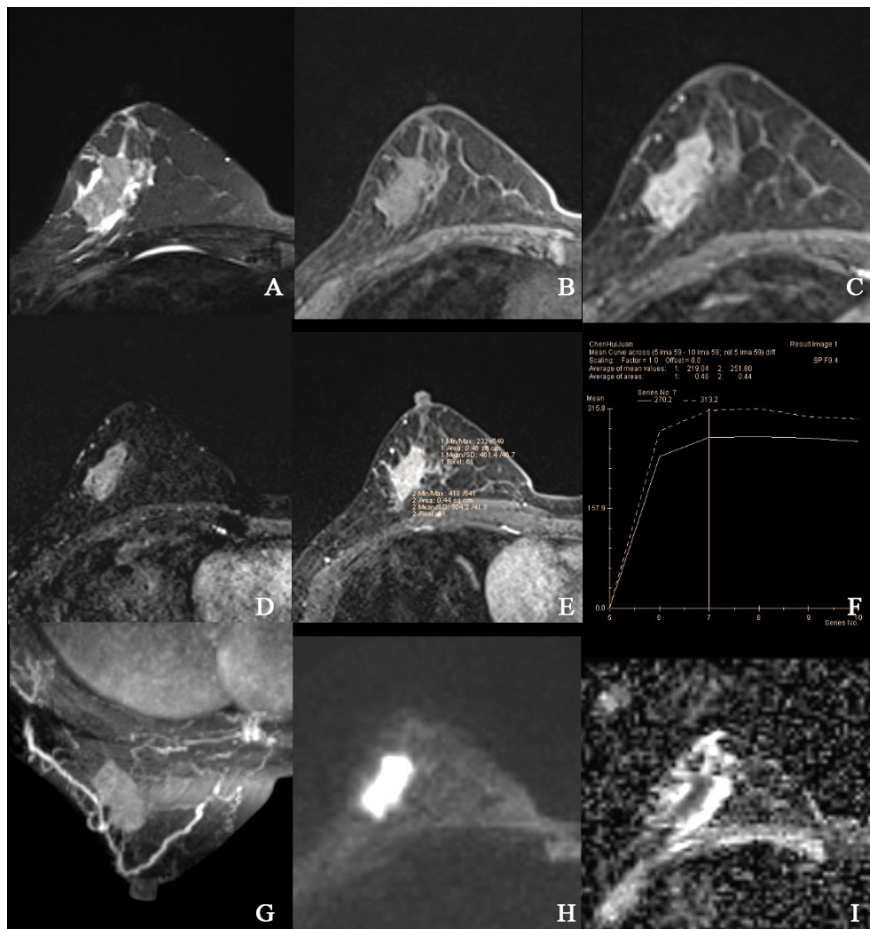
典型病例2 (患者, 60岁, IDC Ⅲ级) 的MRI图像
